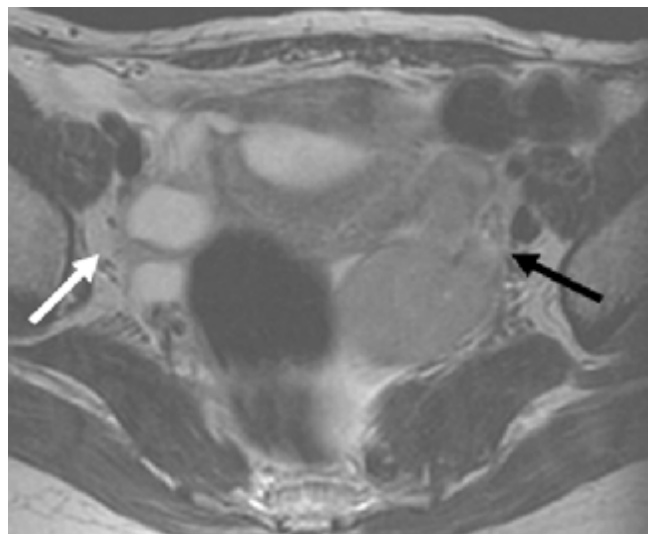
IRM pelvienne :
